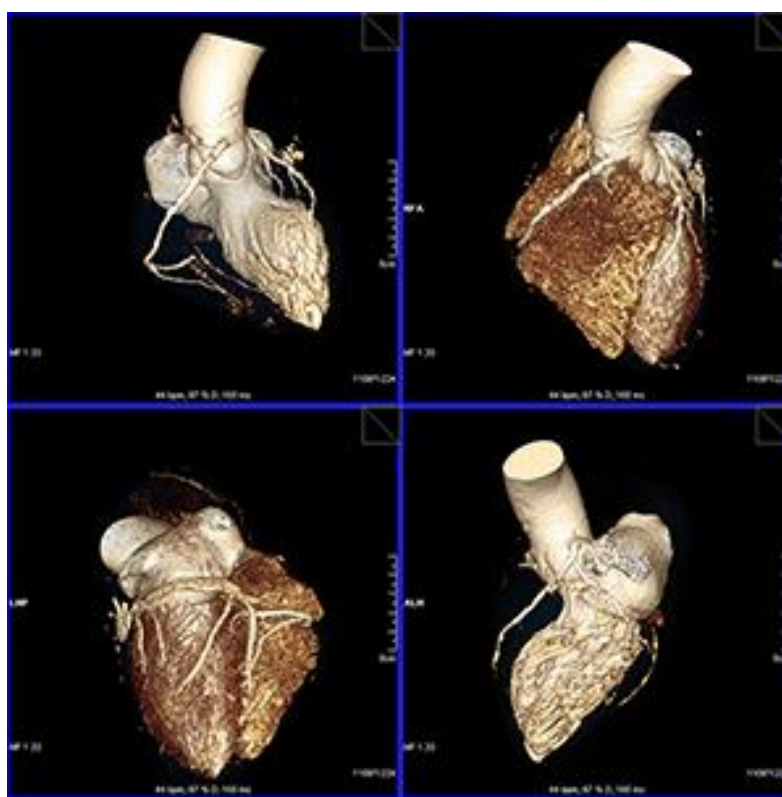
МСКТ- коронароангиография.
